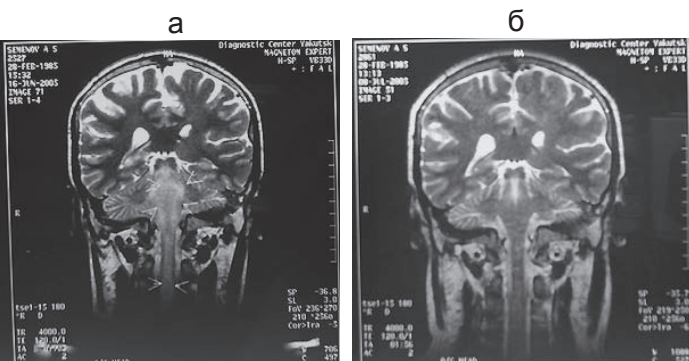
МРТ головного мозга больного А., фронтальный срез: а – до лечения, б – после лечения
